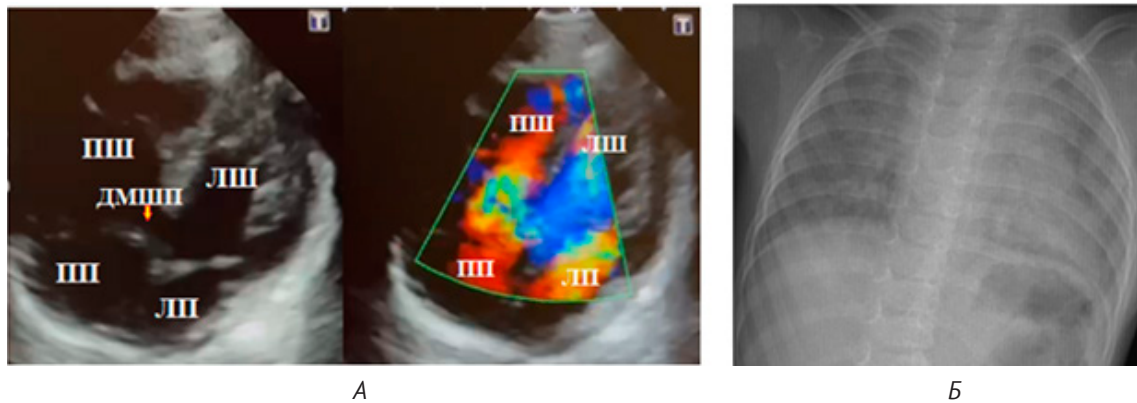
Передопераційні обстеження: А – Ехо-КГ Тетради Фалло; Б – рентгенографія органів грудної порожнини, пряма проекція
